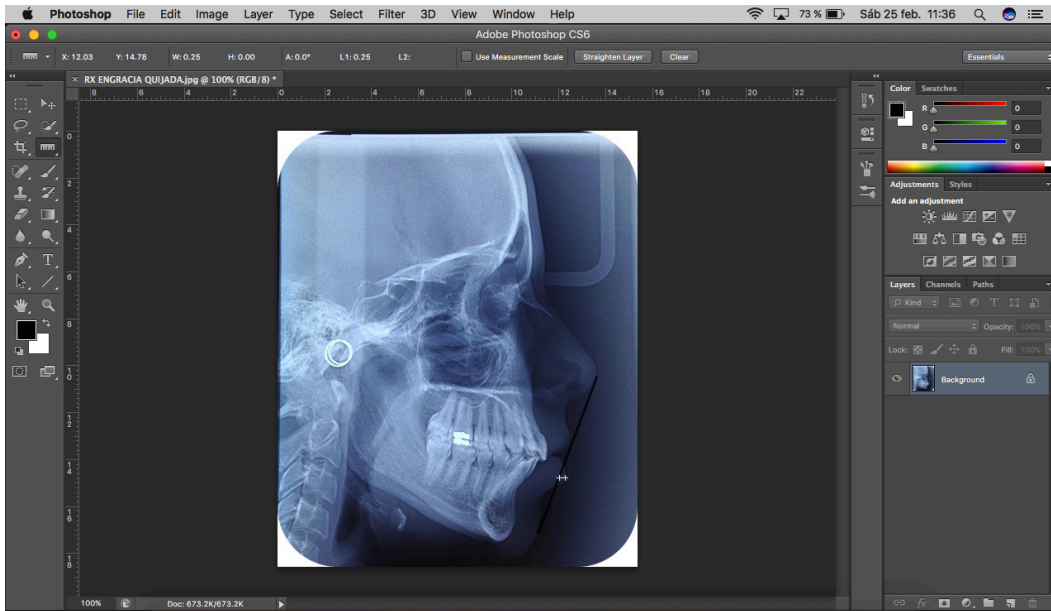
Captura de pantalla ejemplificando el programa y la forma que se llevarán a cabo las mediciones en las radiografías cefalométricas. (FUENTE: imagen propia obtenida de la captura de pantalla de la computadora personal)
